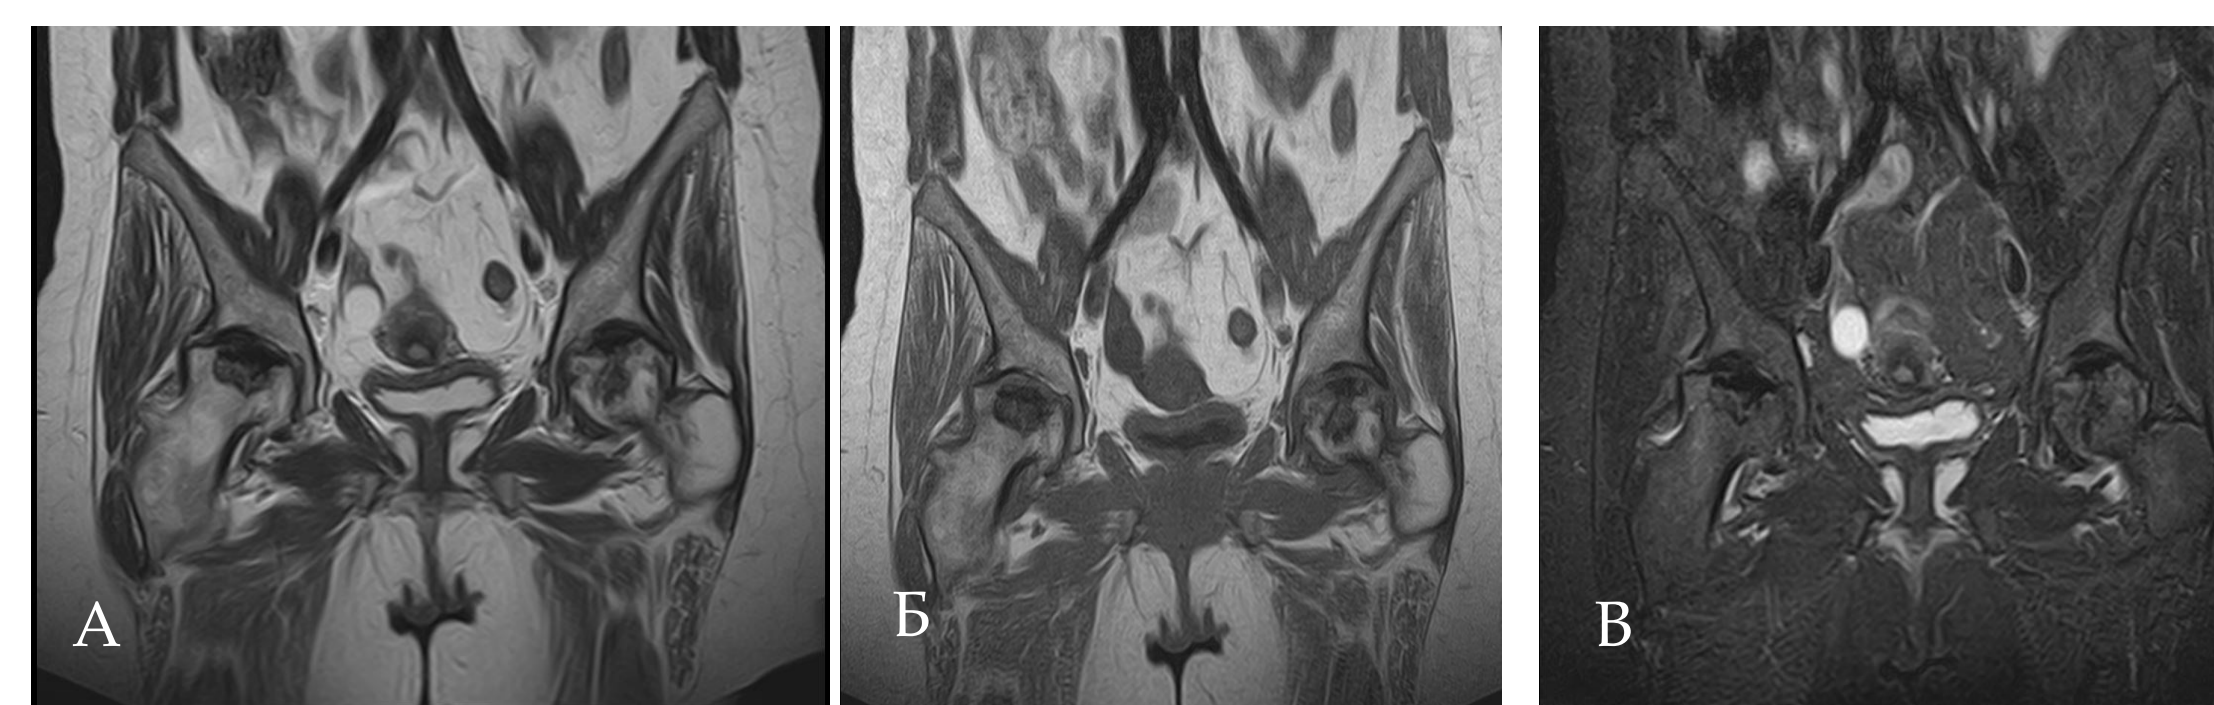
МР-томограммы тазобедренных суставов (режимы T2 ВИ(A), T1ВИ(Б,Г), T2 STIR(В)), корональные и аксиальные проекции) пациентки Б, 38 лет: МР-признаки аваскулярного некроза головки бедренной кости обоих тазобедренных суставов, с множественными импрессионными переломами, фрагментацией и деформацией головки (IV стадия по Ficat); МР-признаки умеренно выраженного синовита, обоих суставов.
